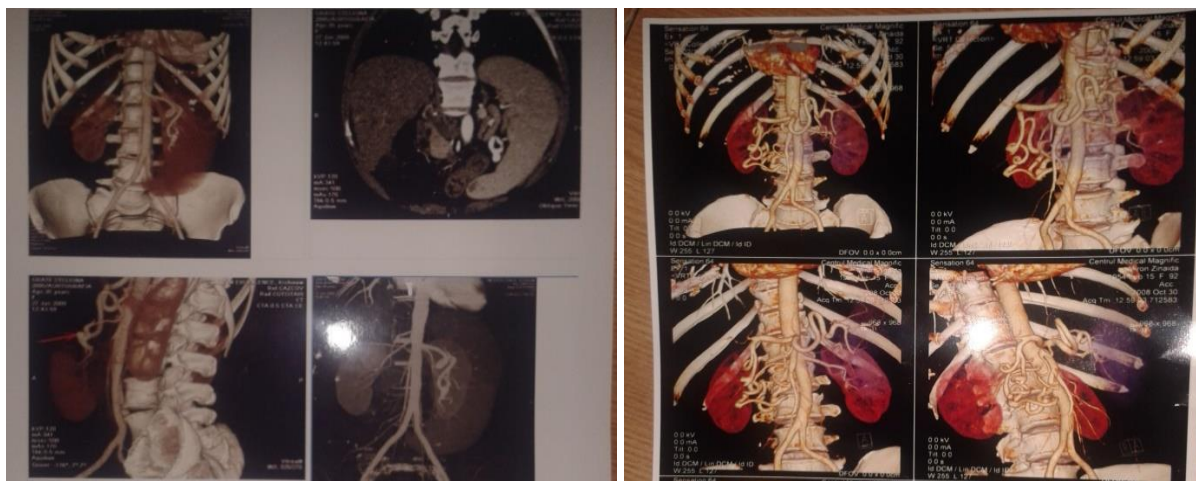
Tabloul angio-CT al cirozei hepatice, colaterale portosistemice
